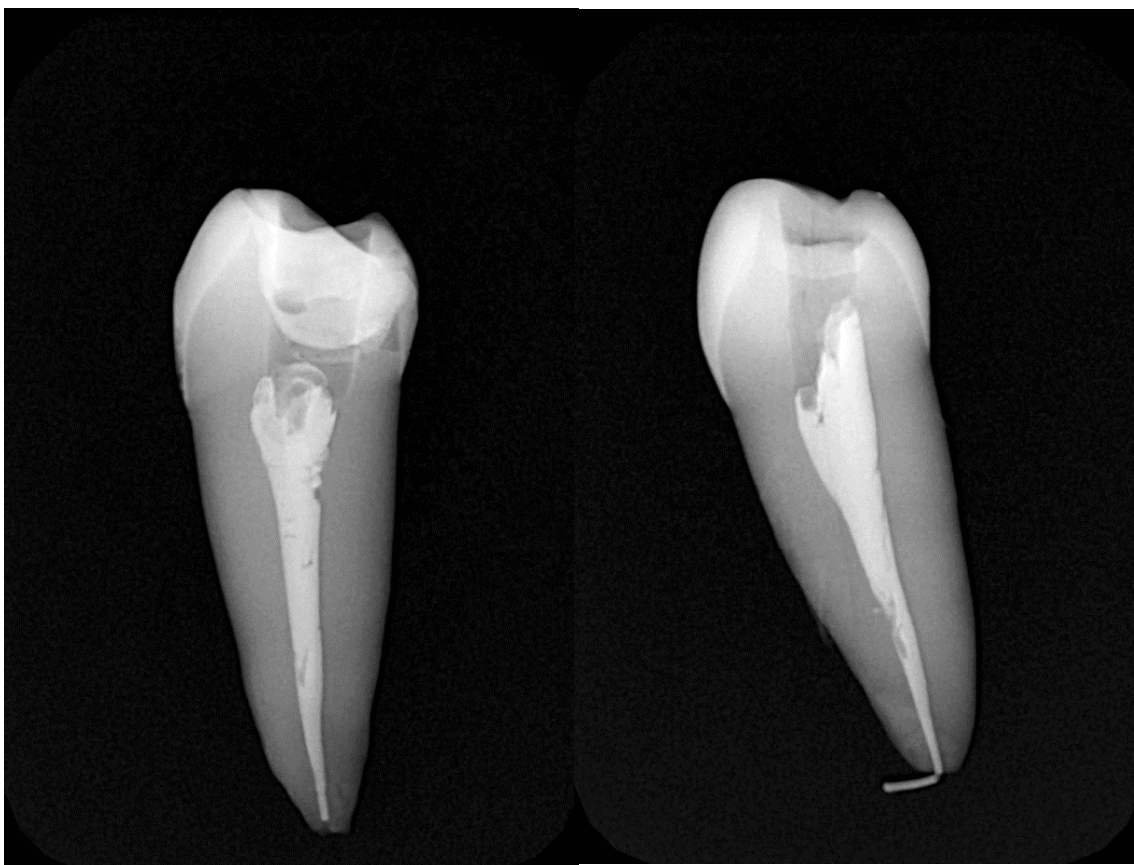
Рентгенограммы образцов, запломбированных методом инъекционного внесения разогретой гуттаперчи с помощью инжектора Gutta Easy.
